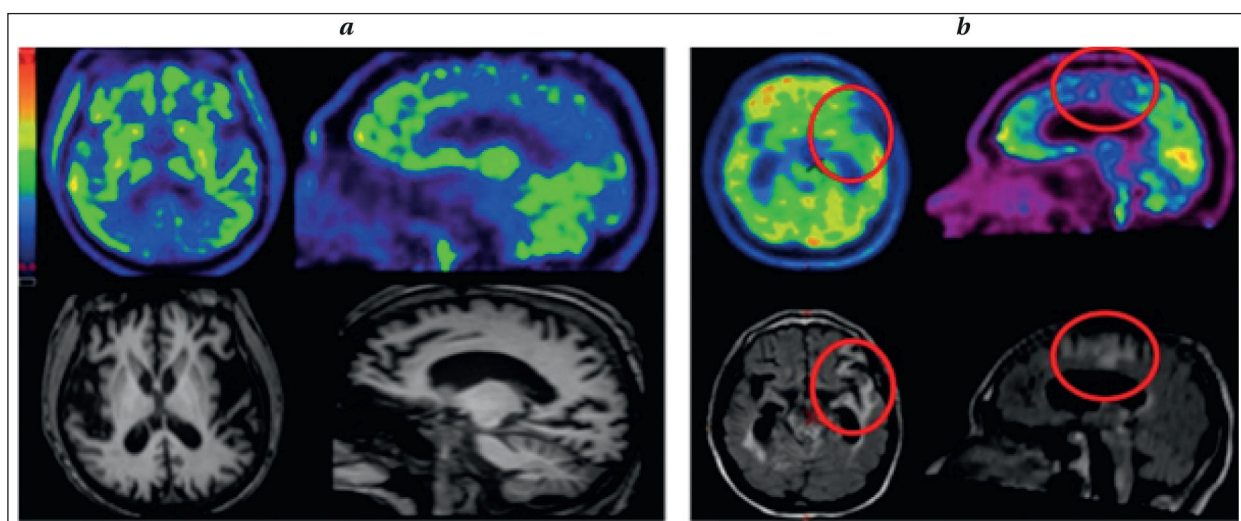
Стандартная оценка и сопоставление индивидуальных изображений ПЭТ 18ФДГ (верхний ряд) и МРТ / СКТ (нижний ряд) для формирования прогноза.
